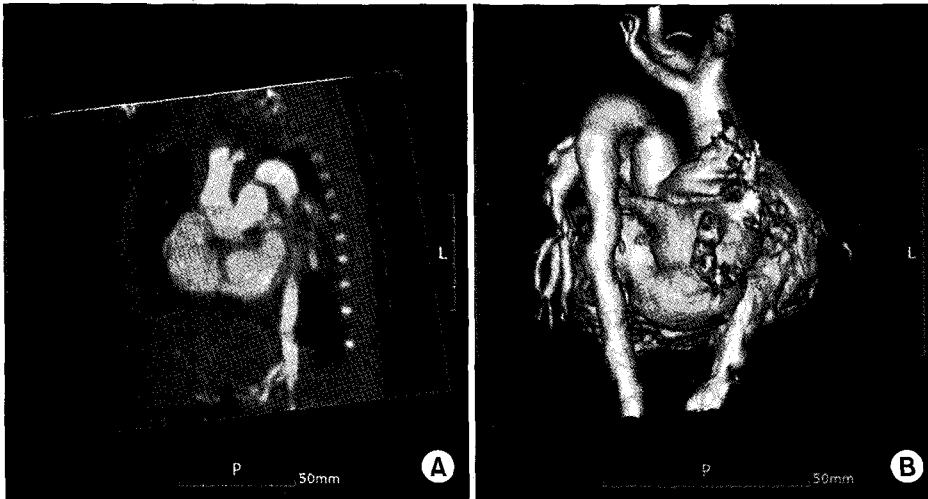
Preoperative 3-dimensional CT shows truncus arteriosus (Type I) associated with interrupted aortic arch (Type A).
